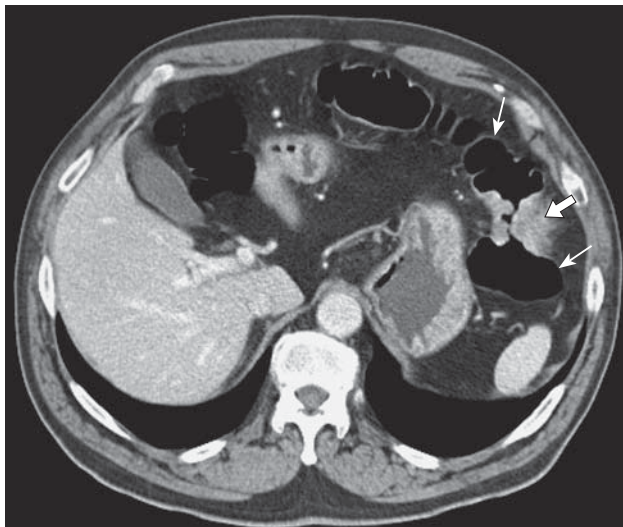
КТ-изображение органов брюшной полости. Определение границ опухолевого поражения на основании разной толщины пораженной (стрелка) и неизменной (тонкая стрелка) стенки кишки.
